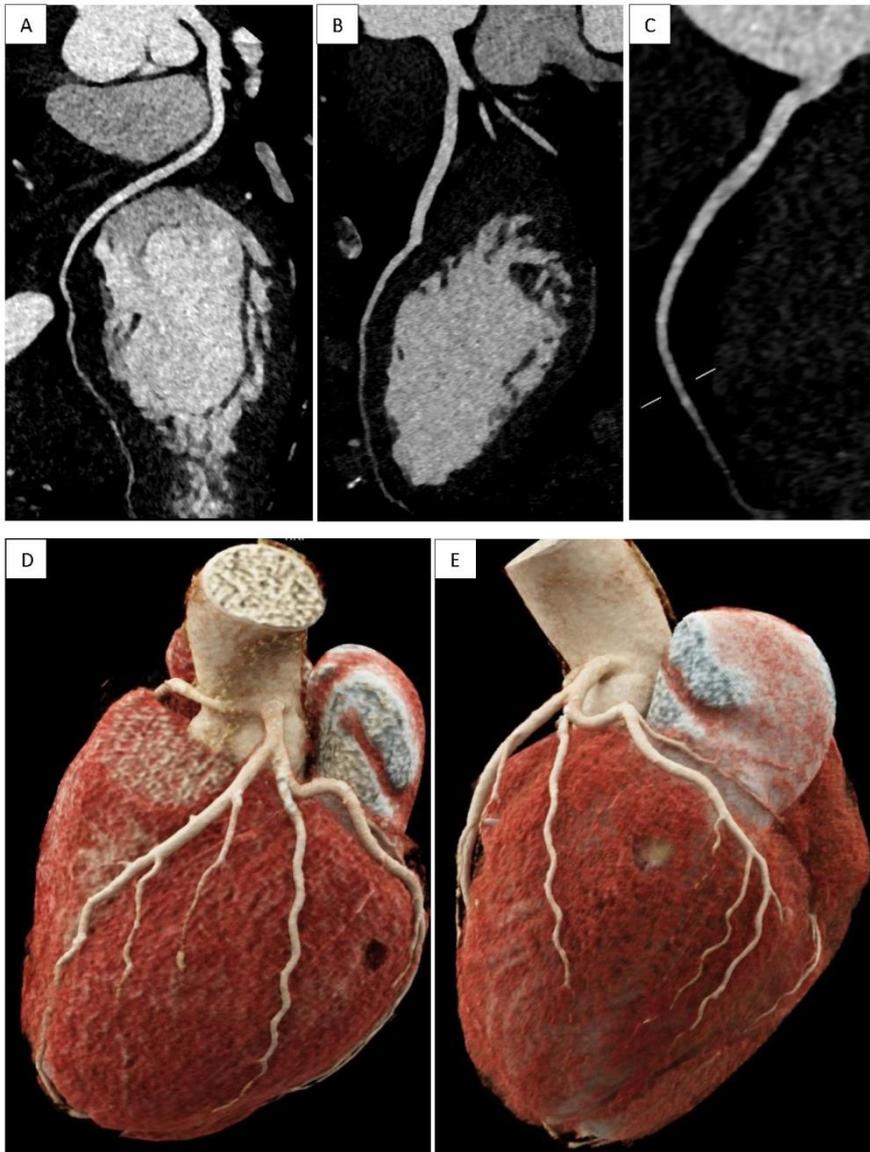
(A, B, C, D)- Immagini di cardio-TC dell'arteria coronaria di destra (A), dell'arteria interventricolare anteriore (B) e dell'arteria circonflessa (C). Immagini di cardio-TC con ricostruzione volume rendering (D, E)
